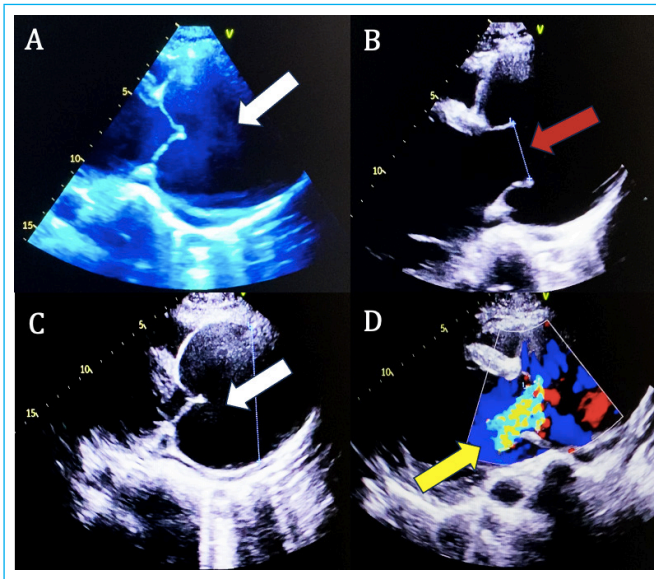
Ecocardiograma transtorácico modo 2D, vista paraesternal eje largo: se observó dilatación de la aorta ascendente (flecha blanca) (A, B y C), con la limitación de la coaptación de las valvas de la válvula aórtica (flecha roja) (B). En el doppler color se observa jet de insuficiencia (flecha amarilla) aórtica severa (D).
